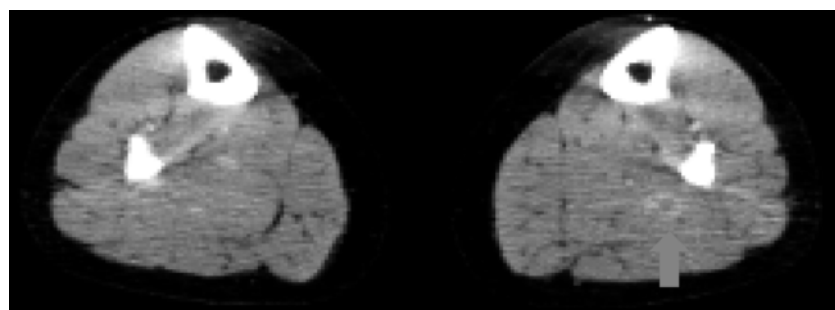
来院時造影 CT 矢印；左ひらめ筋静脈内に血栓を認める。
